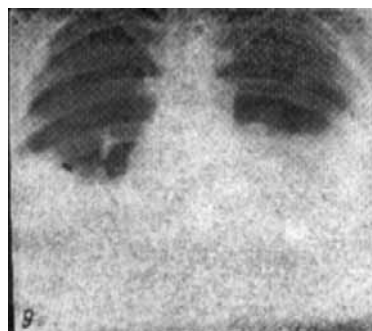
Рентгенограмма легких больного атипичной гриппозной пневмонией (1944) [6]
